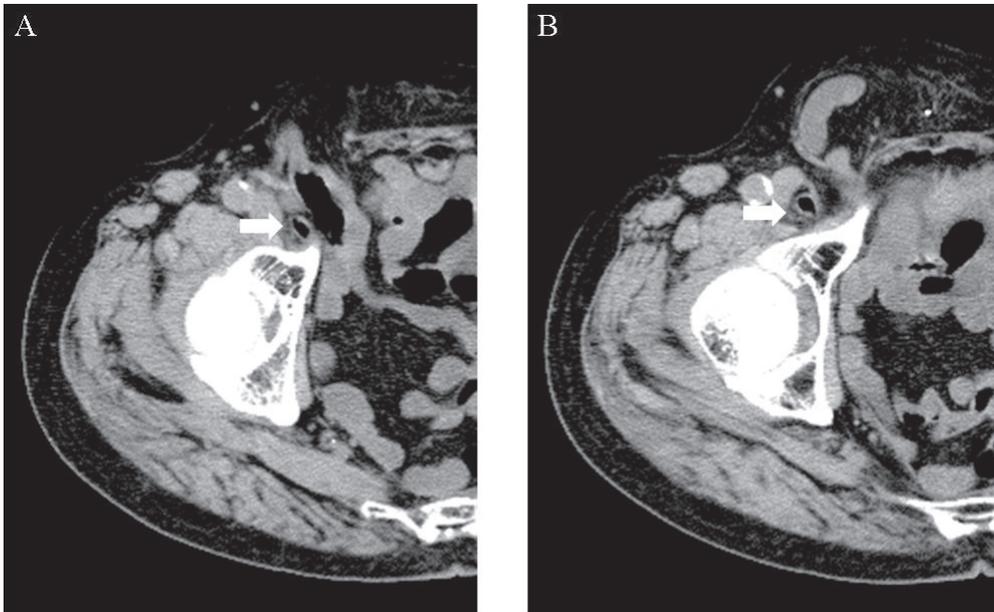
CT 横断面. 右下腹壁動静脈の内側より脱出するヘルニアを認めた. また大腿静脈の内側より脱出する細い管腔臓器を認めた (A, B 矢印).
